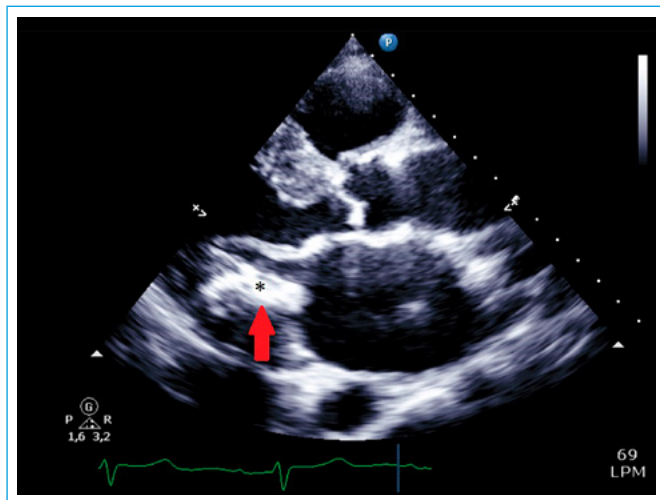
ETT. Se observa anillo valvular mitral muy calcificado en el plano parasternal (*flecha*)
